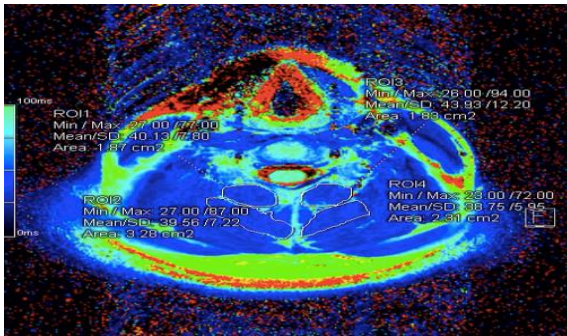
c. MRI results before vibration.
